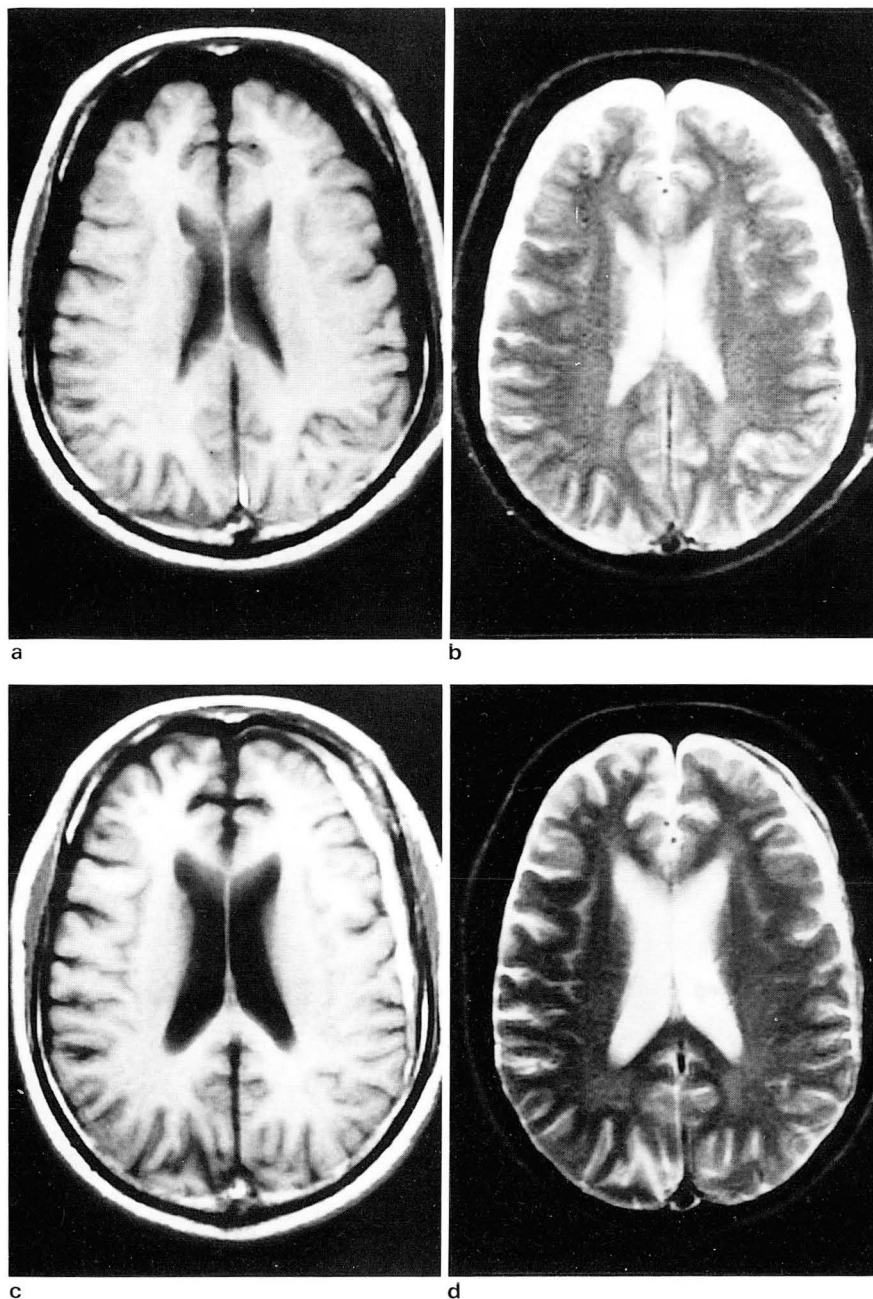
a, b. The initial MRI on the 7th day showed bilateral CSF-signal intensity lesion on T1-and T2WI.
